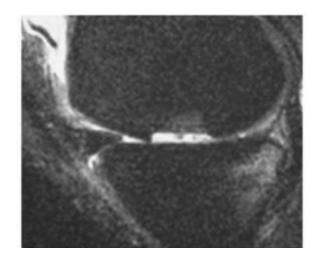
Figure10et 11 : Arthro-IRM du genou en coupe sagittale et coronale : Fracture ostéochondrale.
